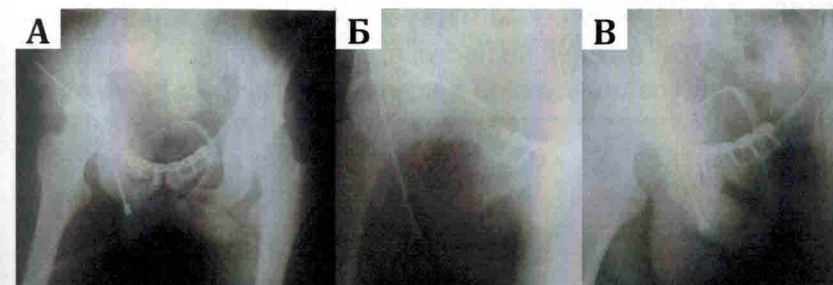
Тот же пациент. Рентгенограммы таза в прямой (а), запирательной (б) и подвздошной (в) проекциях после остеосинтеза
